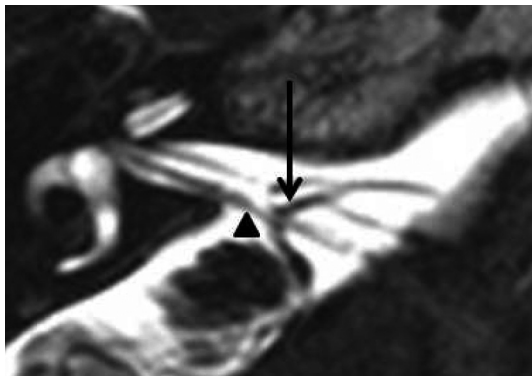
Magnetic resonance imaging of the right internal auditory canal in case 2. T2-weighted volume isotropic turbo spin echo acquisition image showed the right anterior inferior cerebellar artery (black arrow) offending the eighth cranial nerve (arrowhead).
